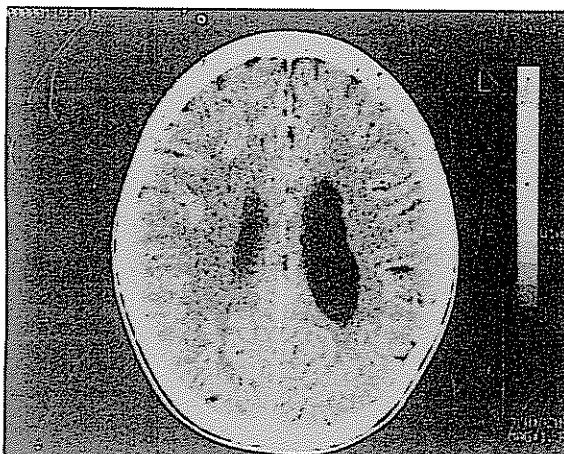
Preoperatif dönemde çekilen kraniyal tomografide, sol parietal yerleşimli, ödemi olmayan, minimal çevresel kontrast tutan ve shift etkisi görülen kistik yer kaplayıcı kitle izlenmektedir.
